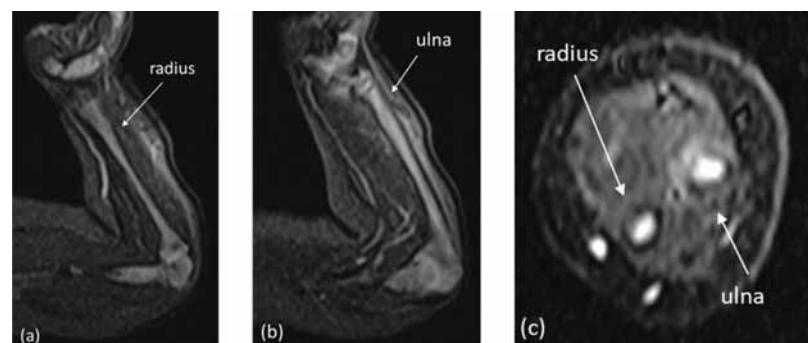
左前腕MRI T2脂肪抑制（入院26日目）
